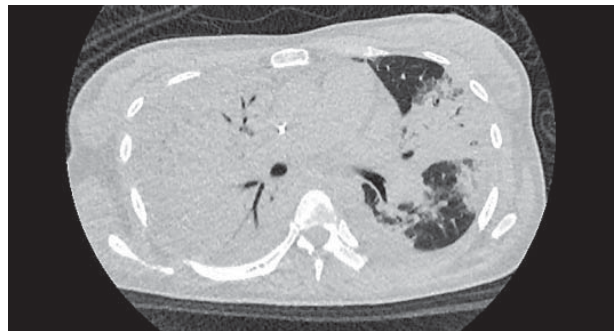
КТ ОГК пацієнтки Б.
